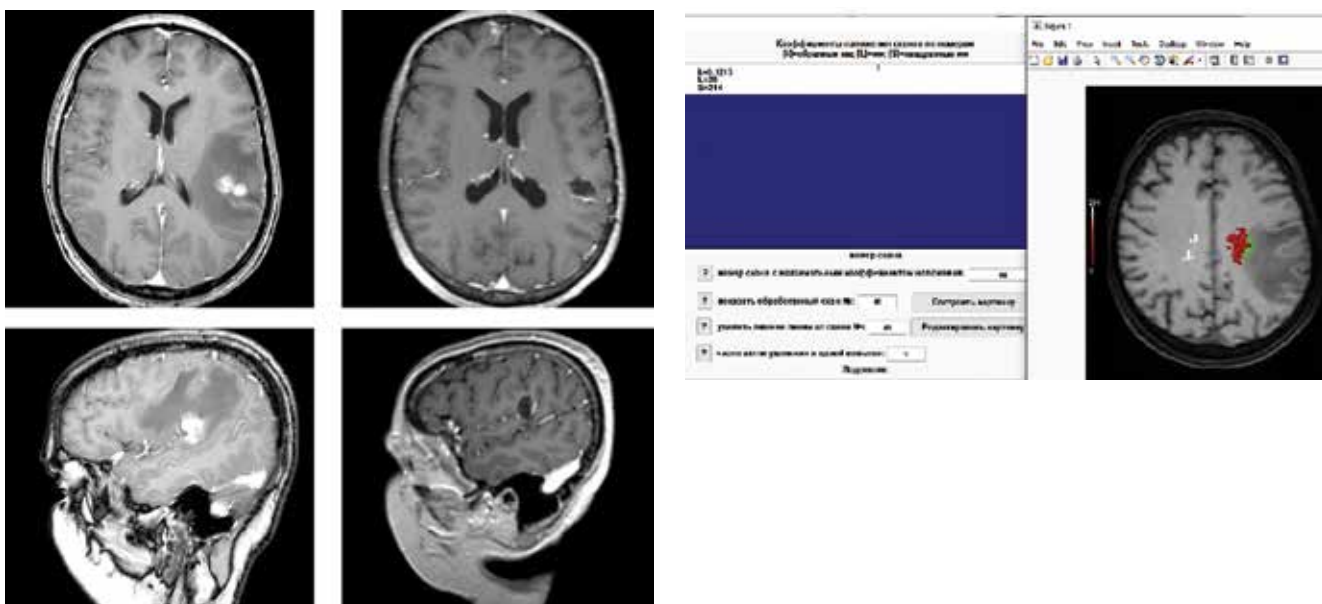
Клинический пример 3: а, в – магнитно-резонансная томография (МРТ) с контрастным усилением до операции; б, з – МРТ с контрастным усилением после операции; д – графическое представление результатов программного расчета индекса вовлеченности тракта; зона контакта модели тракта с патологическим сигналом обозначается зеленым цветом; учитываемая площадь модели тракта – красным; неучитываемая площадь модели функционального тракта (артефакт) – белым
